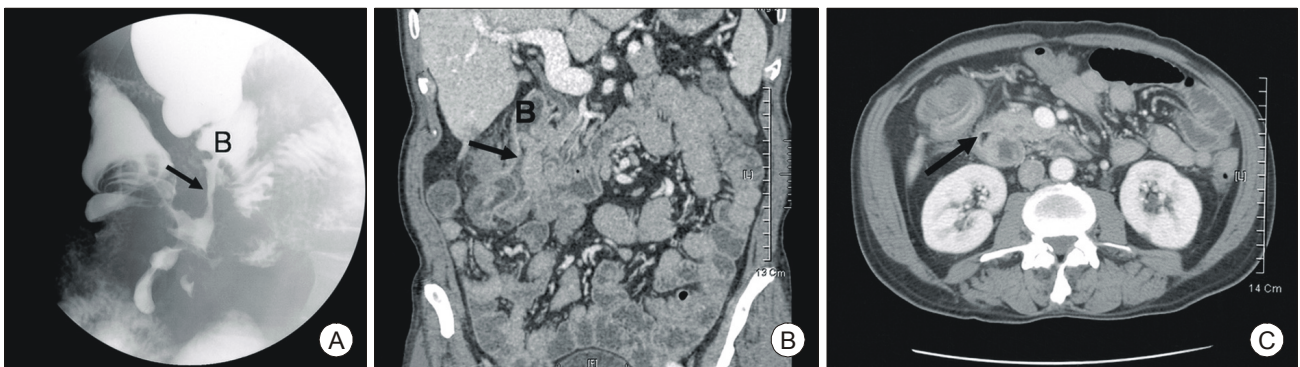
(A) Upper GI series with gastrograffin. It shows fistular communication between duodenal bulb and distal ileum (arrow). (B, C) Abdominal CT shows thickening of terminal ileal loop and fluid collection between 2nd portion of the duodenum and ascending colon suggesting a fistula (arrow). The tract of the fistula is seen on the right side of the 2nd portion of the duodenum. B, Duodenal bulb.
